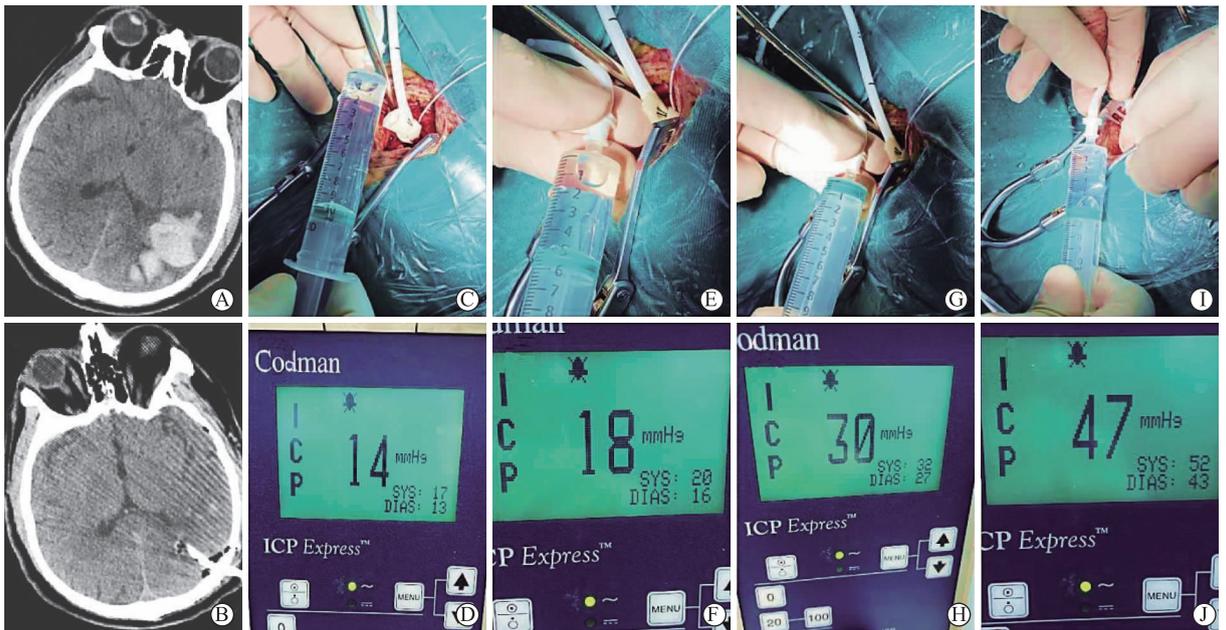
水囊模型实验下颅内压变化 A-B为出血量约32 mL患者的术前及术后CT;C-D为清除血肿前颅内压为14 mmHg;E-F为注入5 mL水时,颅内压升高至18 mmHg;G-H为注入10 mL水时颅内压增加到30 mmHg;I-J为注入15 mL水时颅内压达到47 mmHg
